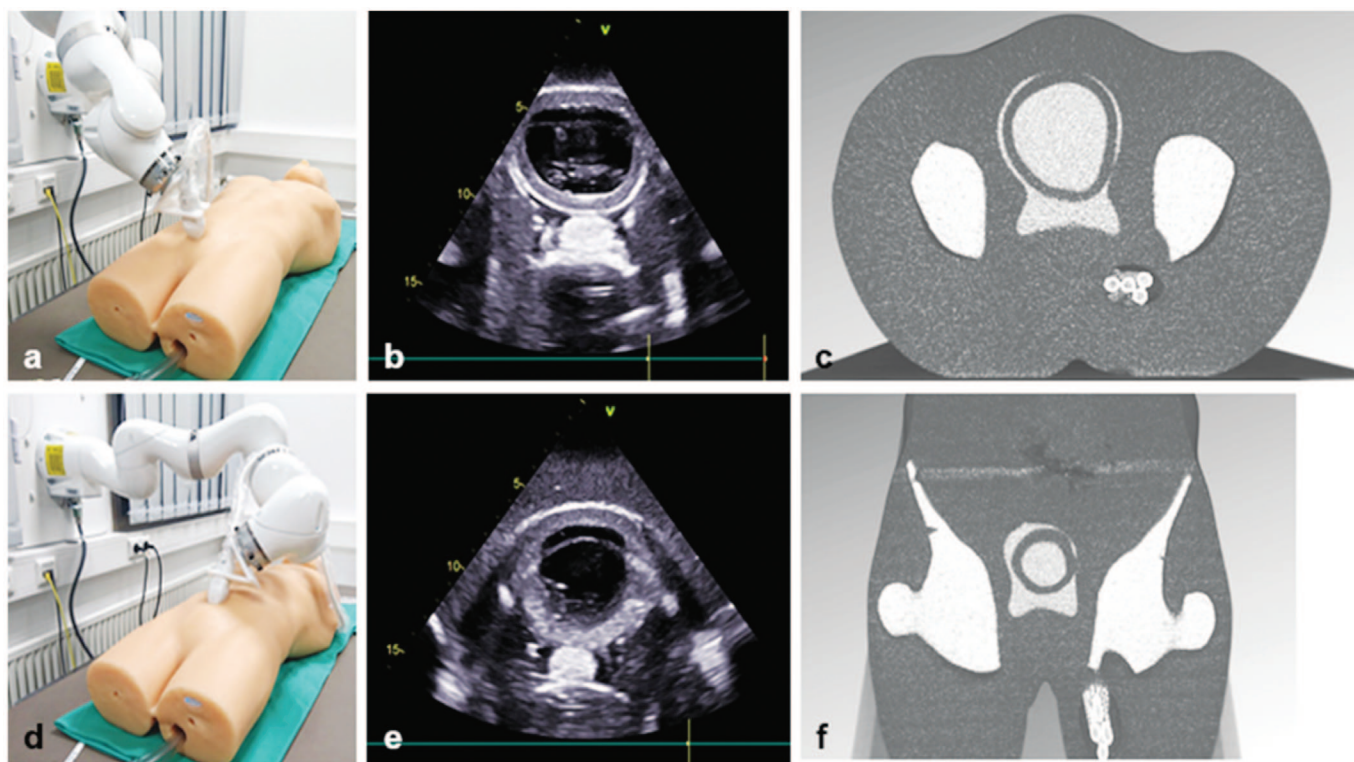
Применение робота УЗИ для проведения лучевой терапии под контролем УЗИ [35]
